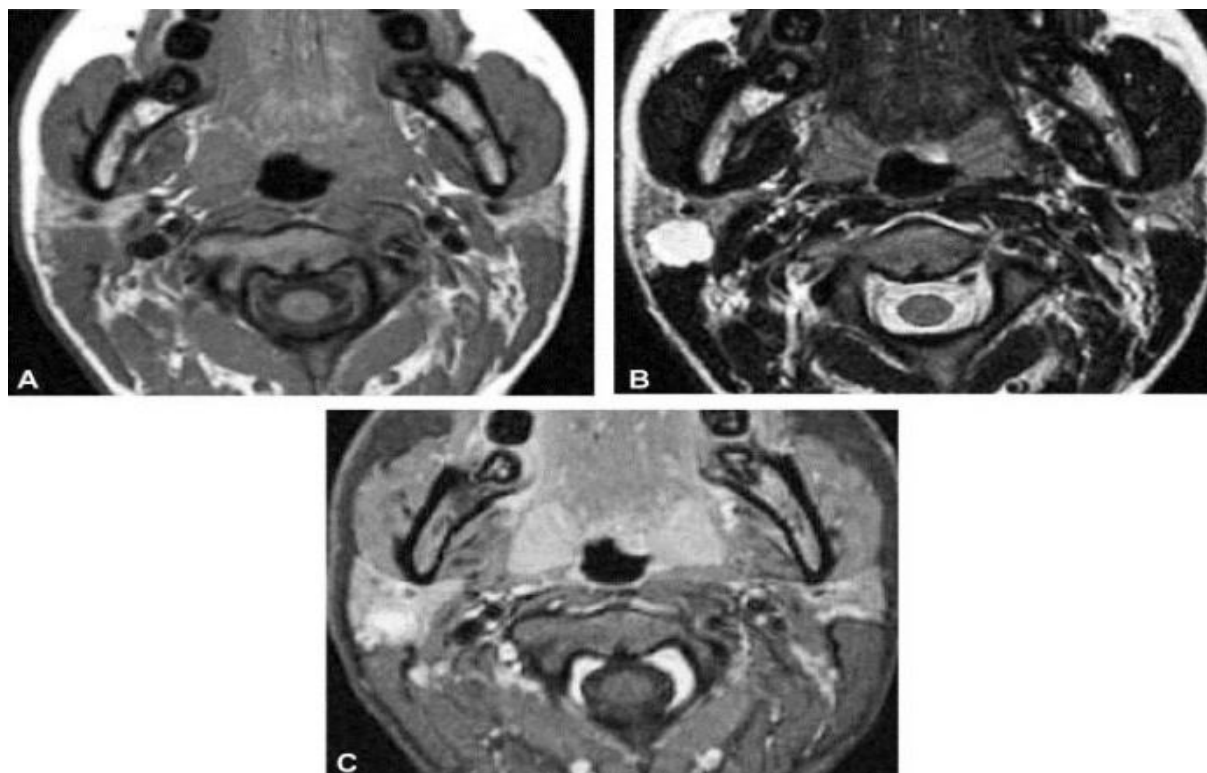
Image IRM d'adénome pléomorphe de la parotide droite.
